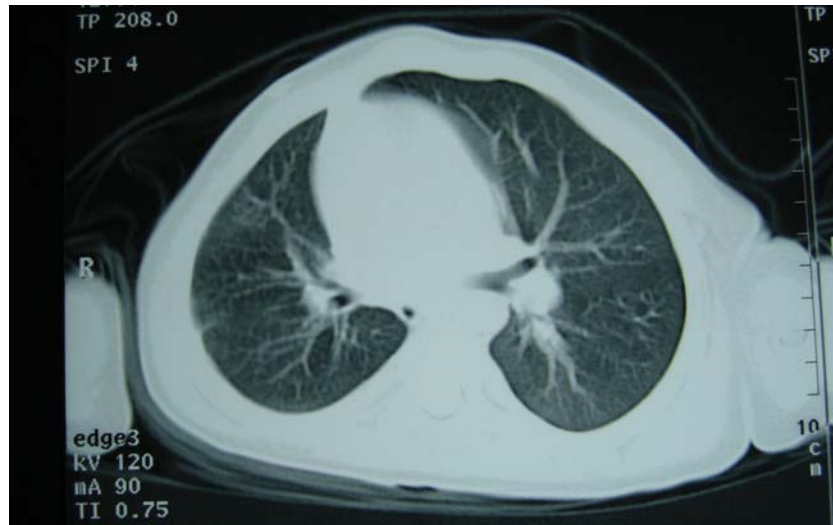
TAC torácico revelando ausência da artéria pulmonar direita e hipoplasia pulmonar ipsilateral.
